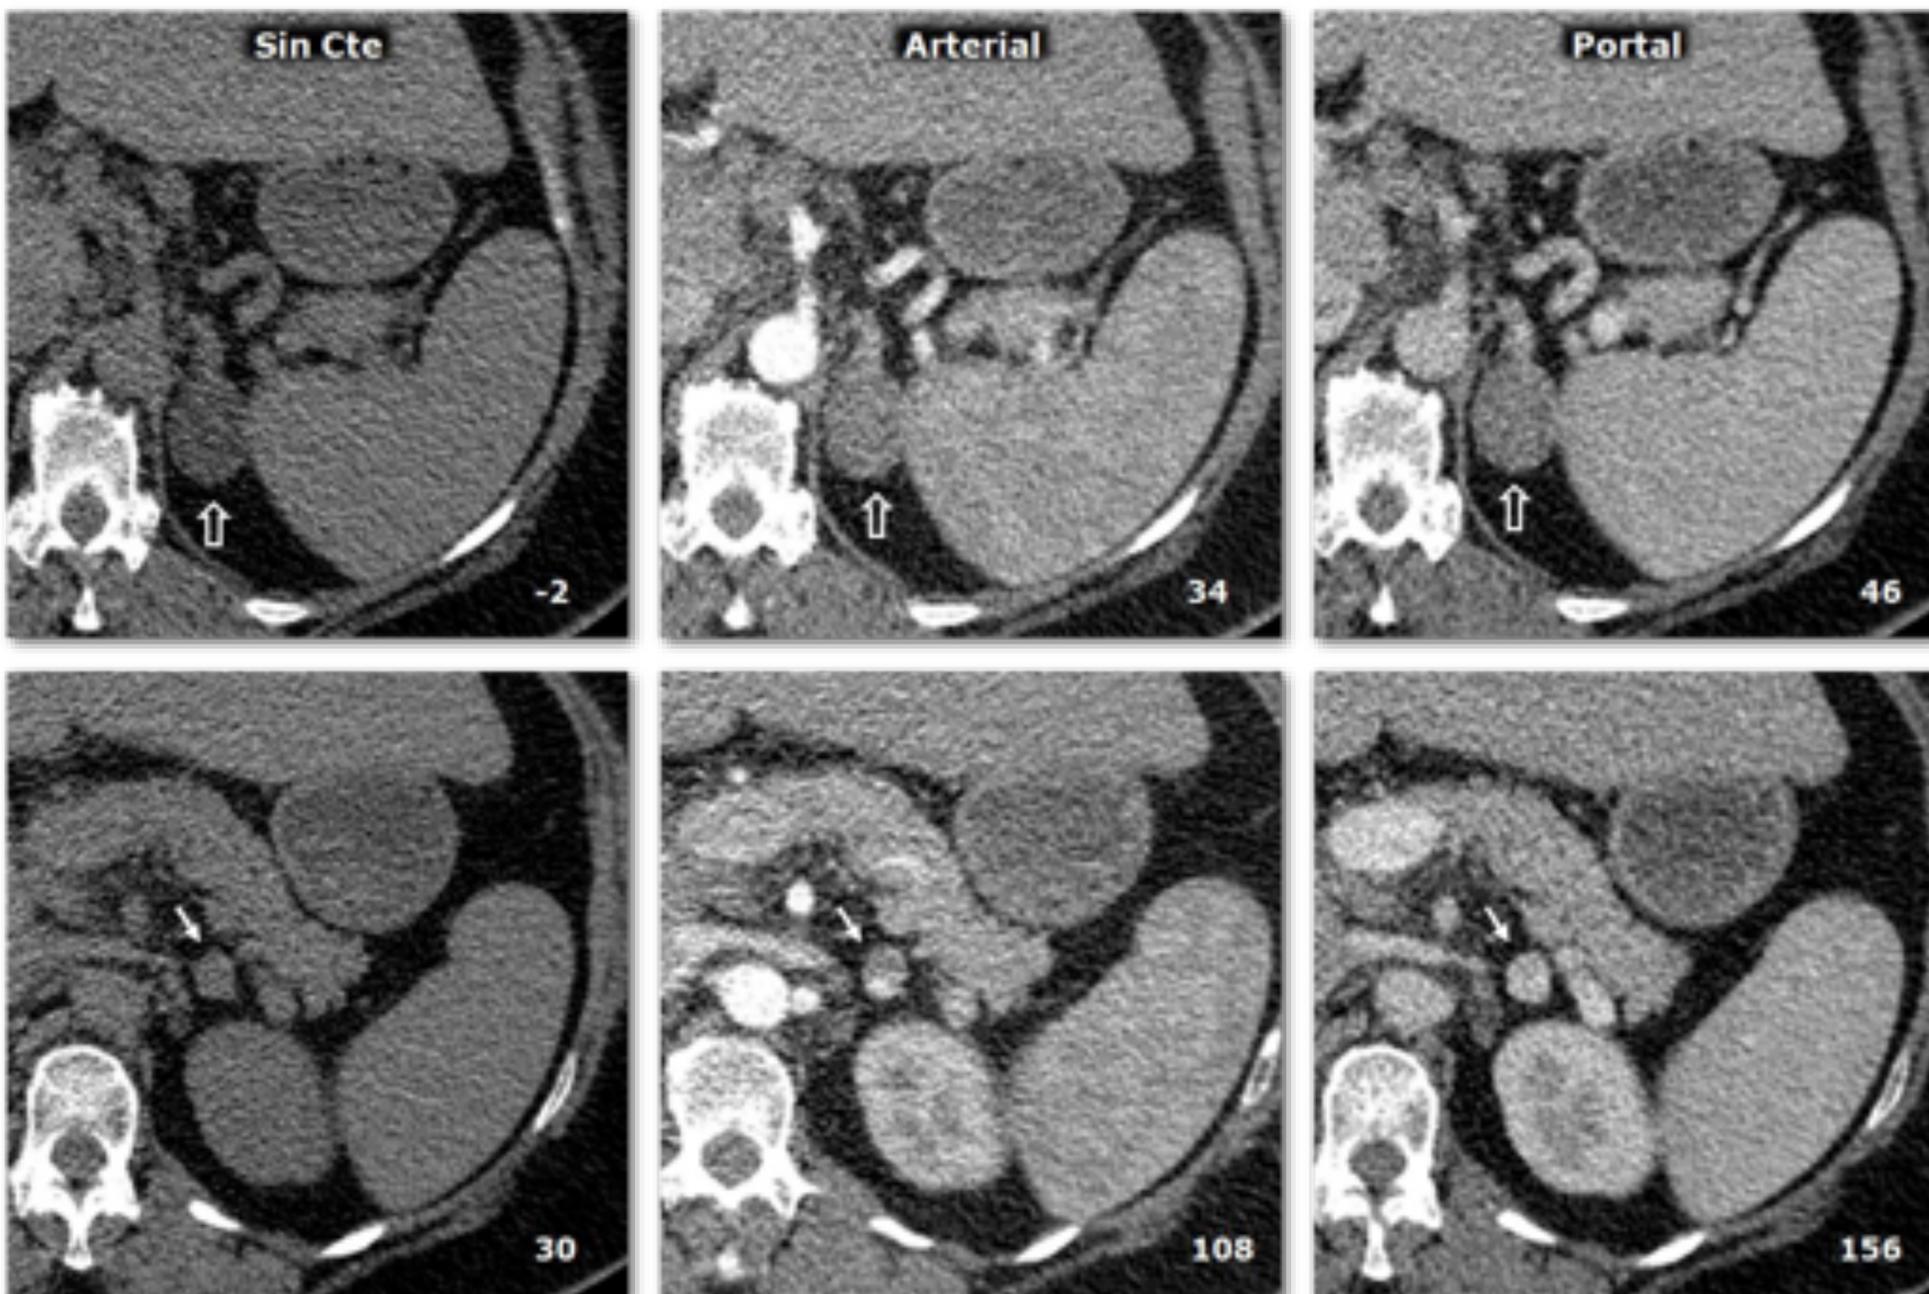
Tumor de colisión: adenoma y feocromocitoma en la misma glándula adrenal. TC. Columna izquierda: sin contraste. Centro: fase arterial. Derecha: fase portal. Varón de 58 años. Hallazgo incidental de dos nódulos en la adrenal izquierda. El más superior (flechas huecas) es un adenoma y el más inferior (flechas) un feocromocitoma (confirmado histológicamente). El número en la parte inferior derecha de cada recuadro corresponde al valor medio de atenuación de la lesión en el corte axial que se muestra. El adenoma presenta atenuación basal negativa, lo que permite su caracterización. La del feocromocitoma es de 30 UH, inespecífica. Realza intensamente en la fase arterial, de forma heterogénea, y en la portal de forma más homogénea, rebasando las 130 UH. No se realizó estudio de lavado tardío.
